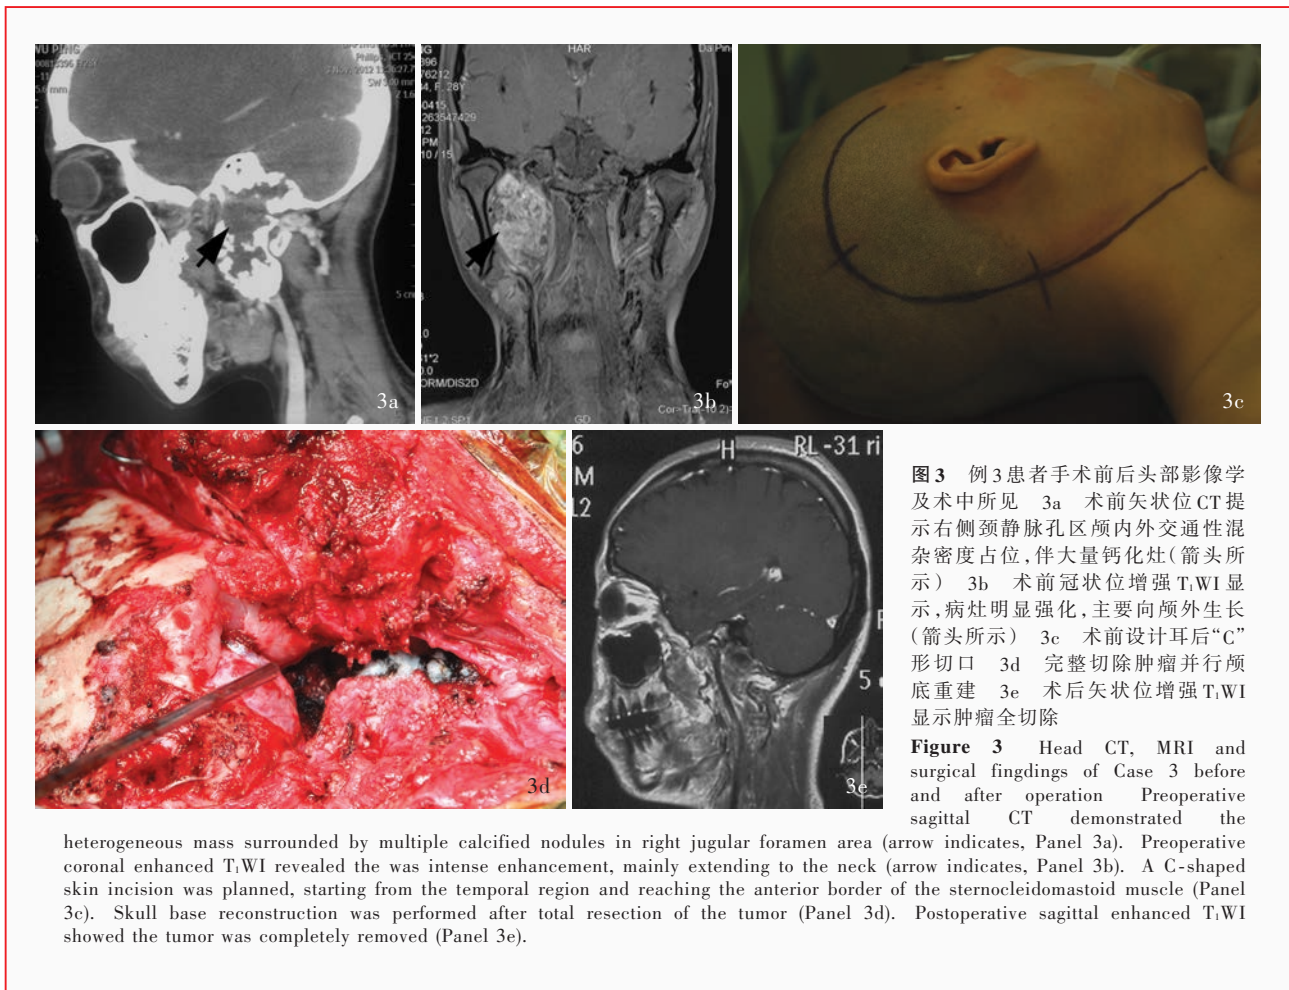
例3患者手术前后头部影像学及术中所见 3a 术前矢状位CT提示右侧颈静脉孔区颅内外交通性混杂密度占位,伴大量钙化灶(箭头所示) 3b 术前冠状位增强T₁WI显示,病灶明显强化,主要向颅外生长(箭头所示) 3c 术前设计耳后“C”形切口 3d 完整切除肿瘤并行颅底重建 3e 术后矢状位增强T₁WI显示肿瘤全切除
